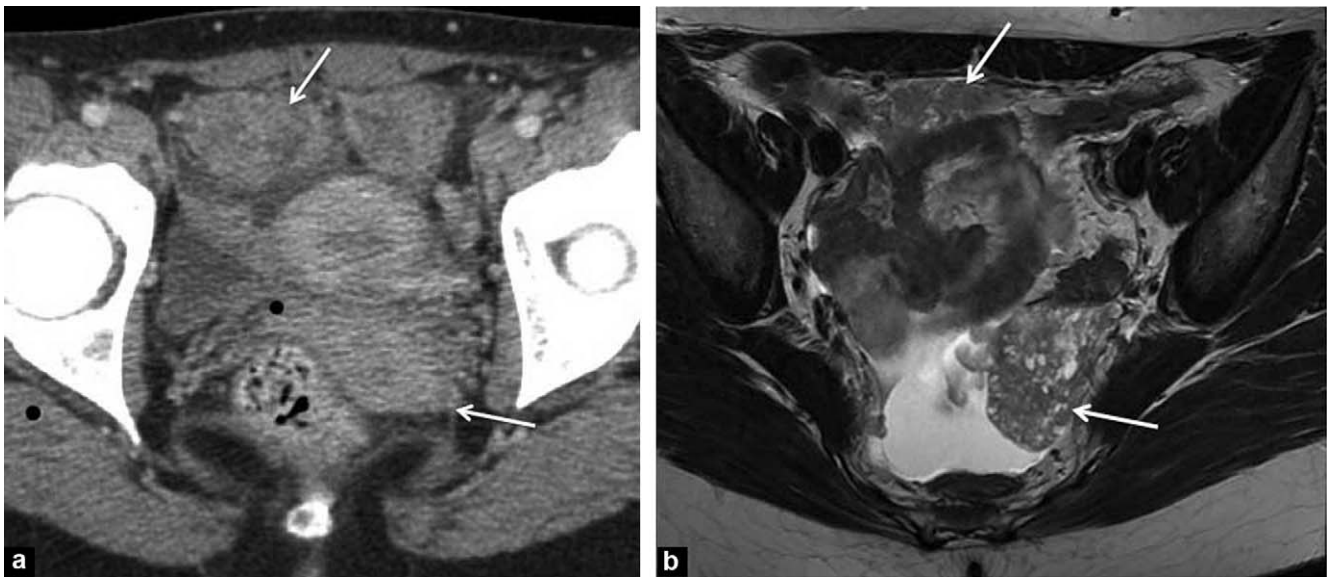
Masses pelviennes : a : scanner abdominopelvien avec injection de produit de contraste : masses pelviennes (flèches) avec deux masses au contact de la paroi antérieure et une masse postérieure en regard du cul-de-sac de Douglas ; b : IRM pelvienne coupe axiale T2 : masses (flèches) hétérogènes en hypersignal tissulaire avec des plages microkystiques en franc hypersignal.
